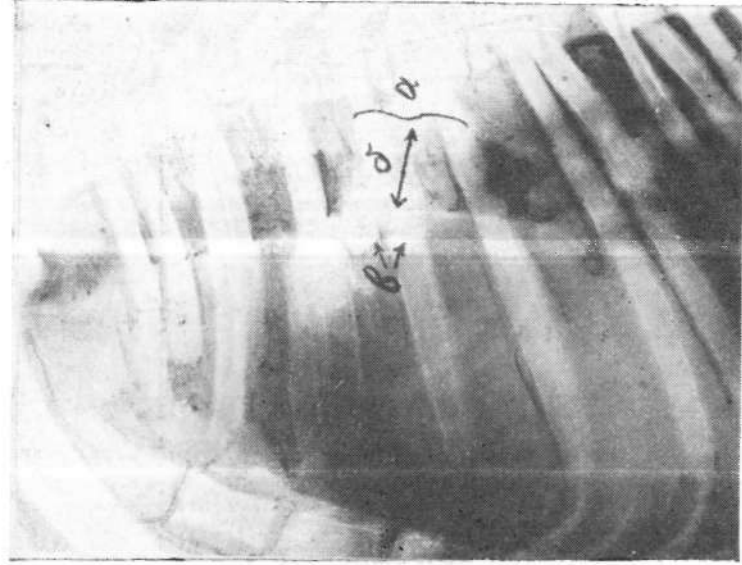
Опыт № 176. Рентгенограмма грудной полости через 9 месяцев после операции: *a* — участок трансплантата, *б* — просвет трахеи, *в* — костные кольца.
